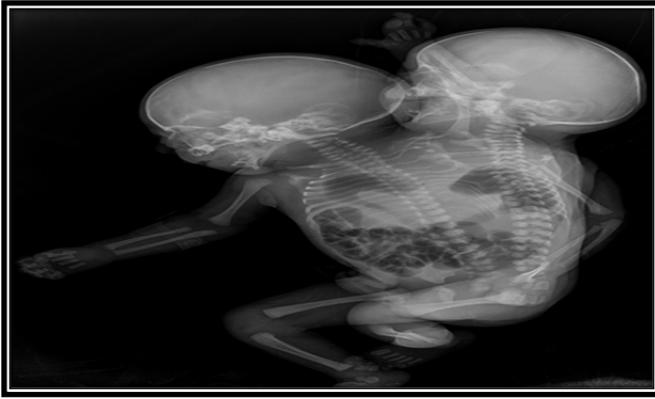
Radiographie standard post natale des jumeaux siamois parapages dicéphaliques.
